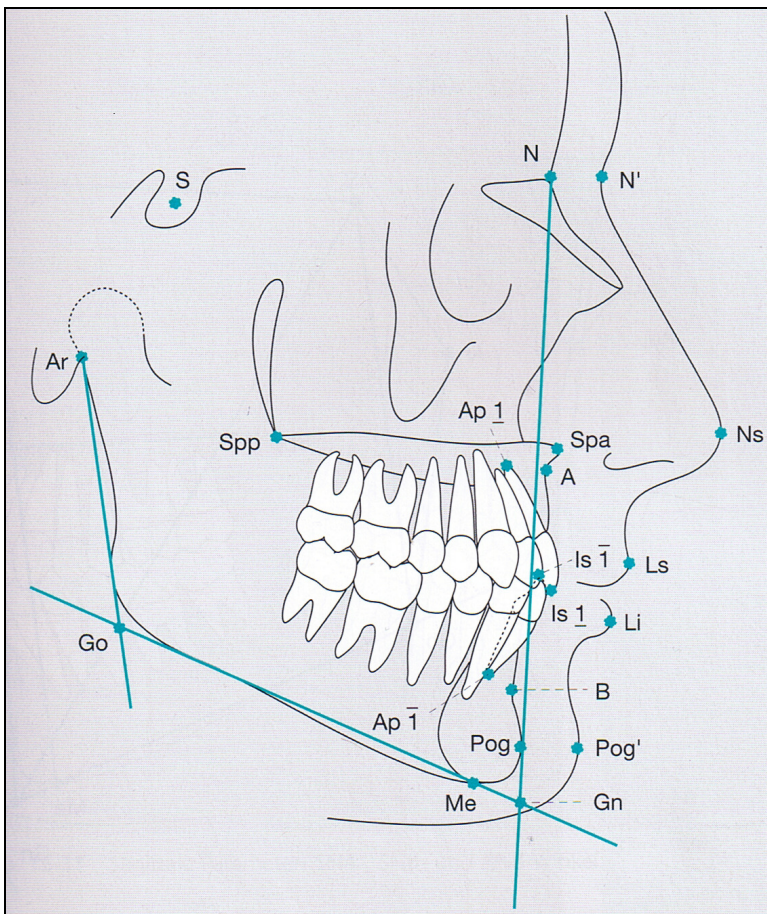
Referenzpunkte des Fernröntgenseitenbildes aus Kahl-Nieke (2001)
